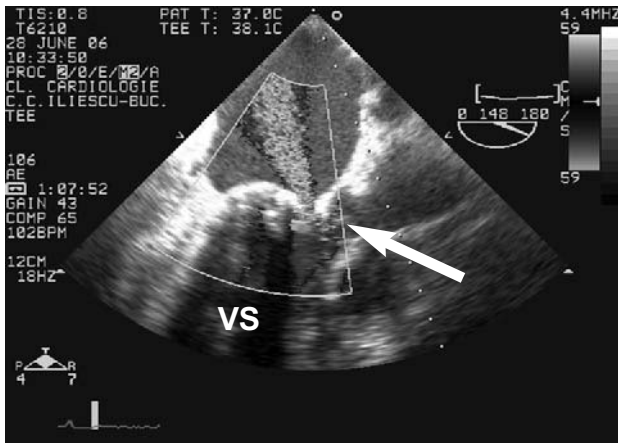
Ecocardiografie transesofagiană 2D Doppler color. Se vizualizează jetul de regurgitare paraprotetică.
